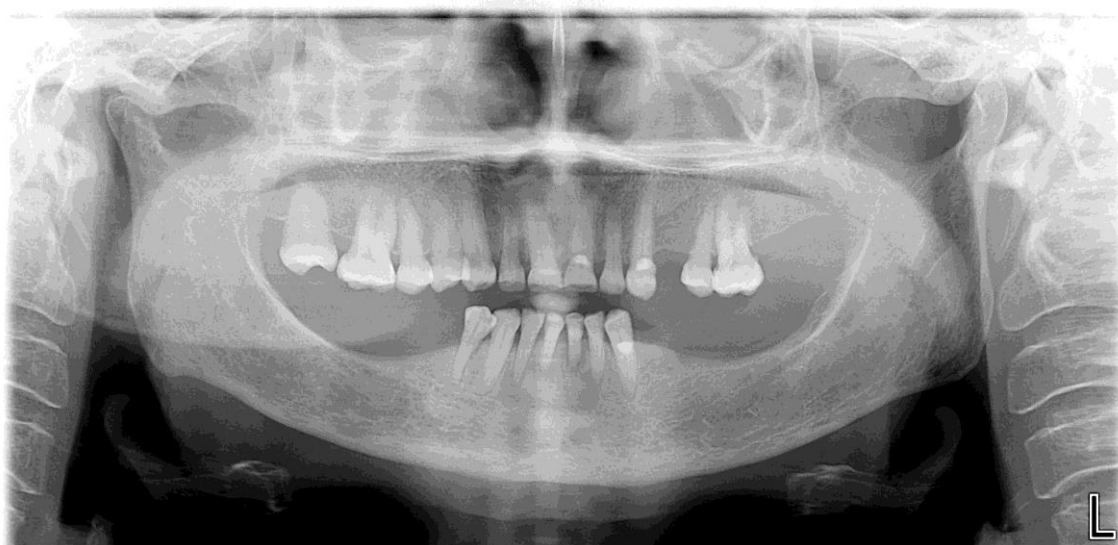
Figura n.º 54: Ortopantomografia da paciente.
